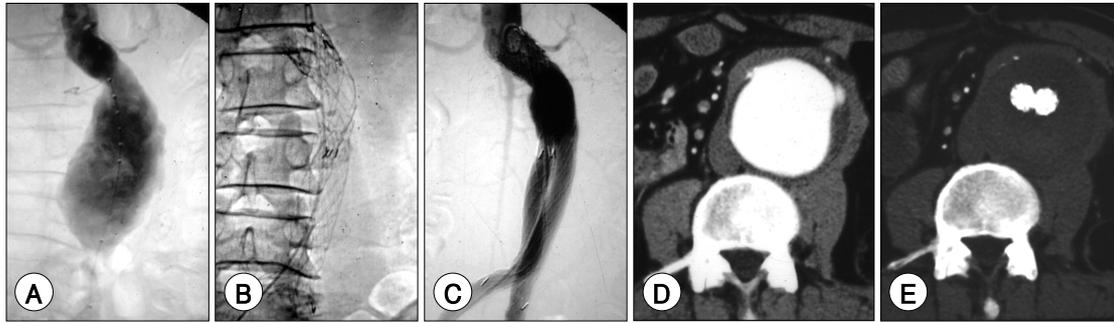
The 65 years old male had endoluminal stent-graft insertion for fusiform aortic aneurysm involving bifurcation. A : the angiogram of abdominal aorta shows huge infrarenal aortic aneurysm. B : the fluoscopy showed stent graft positioned in abdominal aorta. C : the angiogram shows the stent positioned from infrarenal aorta to the both common iliac arteries. And aneurysm was completely excluded. D : the computer tomography shows huge aneurysm at the bifurcation of common iliac artery. E : after stent-graft insertion, the aneurysm was completely excluded and aneurysm was filled with thrombus.
